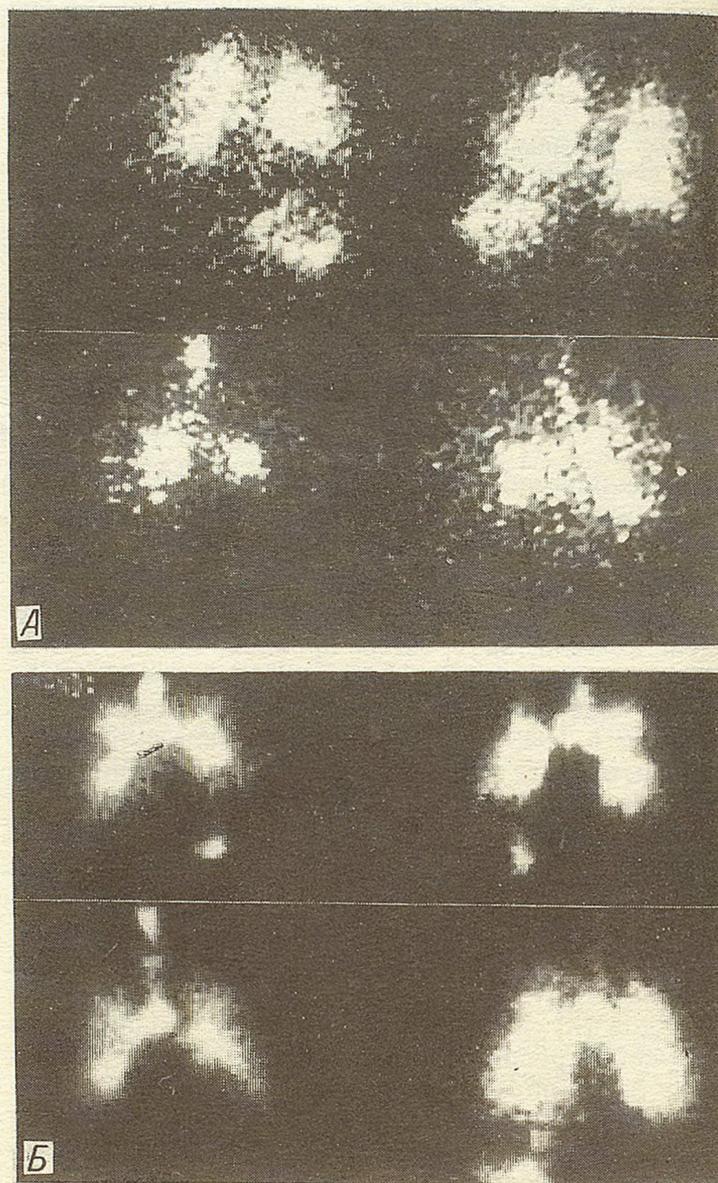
Сцинтиграммы сразу же после ингаляции радиофармпрепарата и через 2 часа: А — в норме, Б — у больной А. М.
